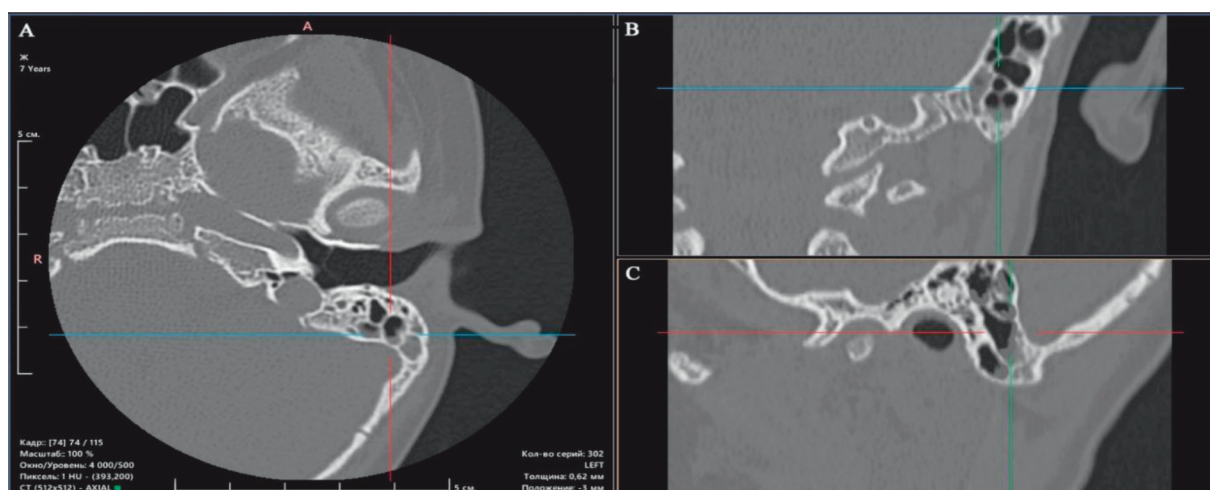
Данные рентгенологического исследований пациентки Б. 7 лет (III группа) с рецидивирующим характером течения ЭСО в анамнезе: А — аксиальная проекция левого сосцевидного отростка; В — фронтальная проекция левого сосцевидного отростка; С — сагиттальная проекция левого сосцевидного отростка
